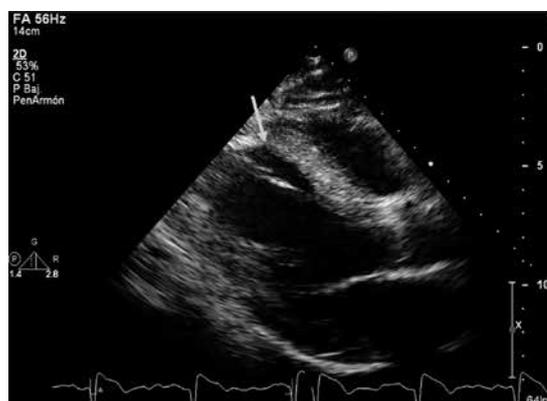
Ecocardiograma transtorácico en vista paraesternal largo, se evidencia hematoma disecante intramiocárdico en el tercio medio del septum interventricular (18 × 5 mm).
